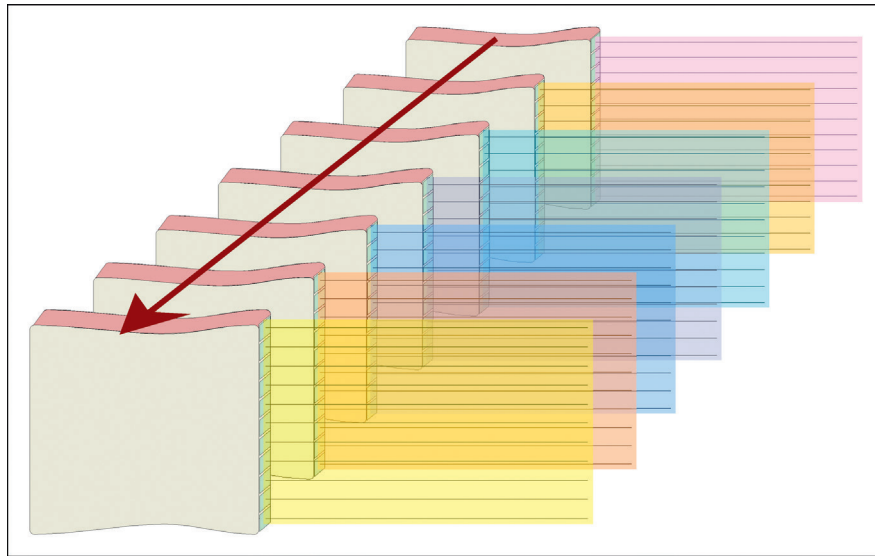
Principe de l'échographie tridimensionnelle. Le plan de coupe peut être déplacé par le mouvement, imprimé à la sonde échographique, par un moteur ou par la commutation de différentes rangées parallèles de transducteurs (sonde électronique matricielle).
